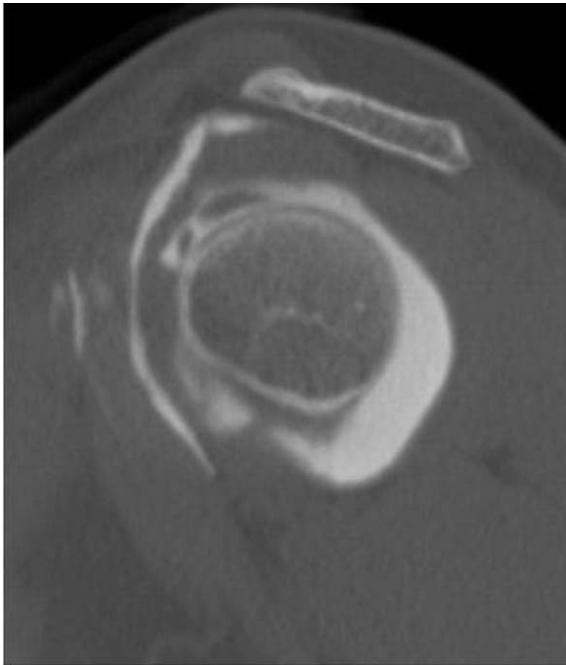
Postoperative follow up sagittal view of CT arthrography shows the intact rotator interval.
